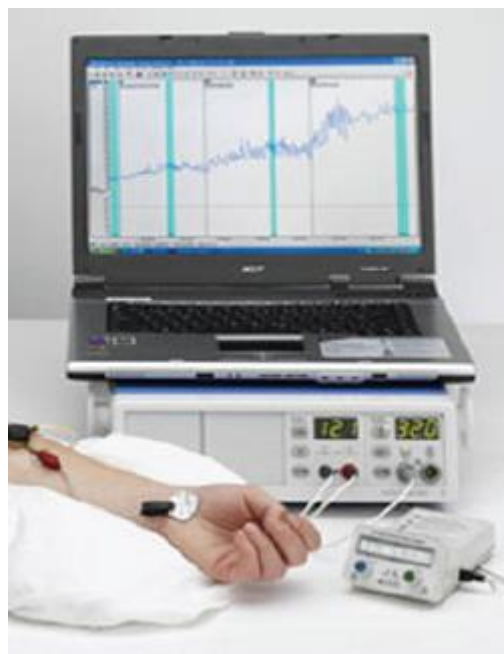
Computadora registrando los valores obtenidos mediante la utilización del Láser Doppler. (<https://pocketdentistry.com/10-lasers-in-endodontics/>)
